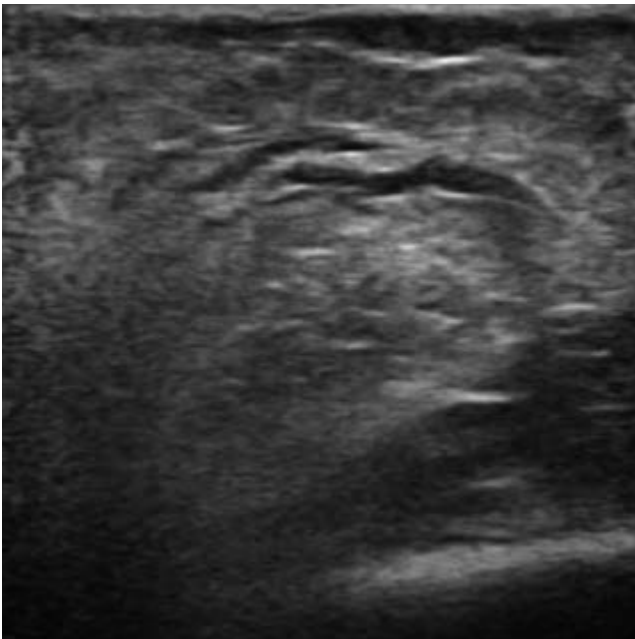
Ecografía de control.
